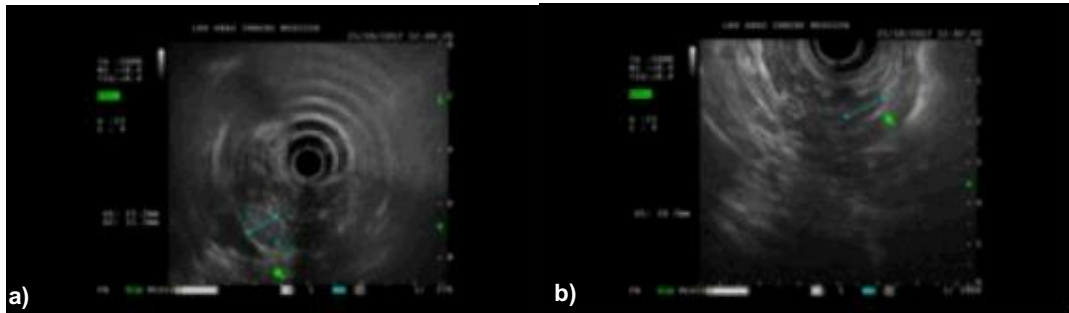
zweite Endosonographie Patient 1
